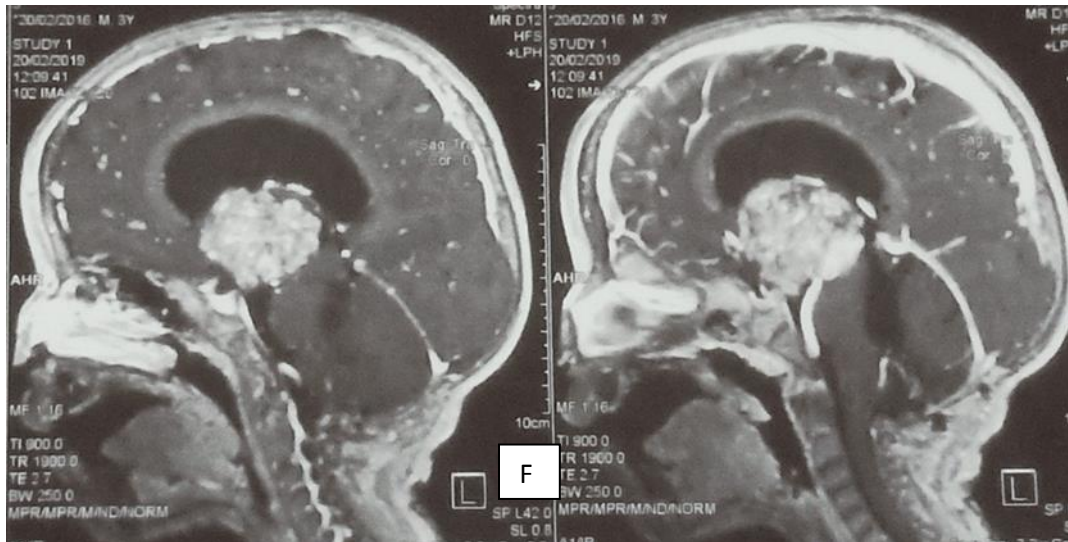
F): IRM coupe Sagittale : récurrence après 01 Année. Lésion qui prend le contraste de façon hétérogène très intense de siège au niveau V3.
